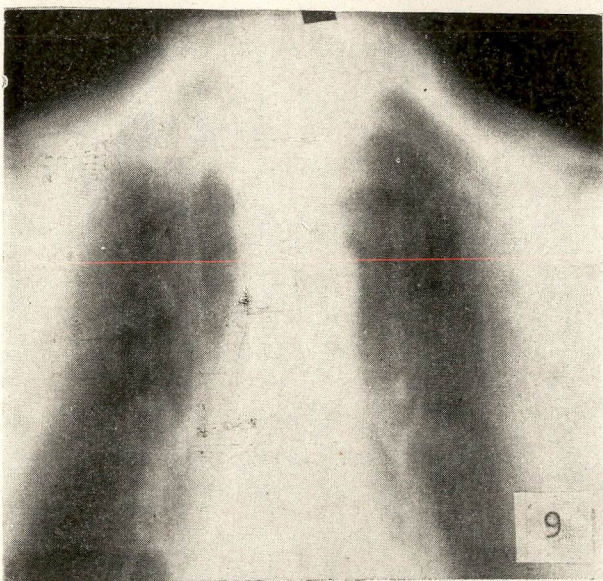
C. C. Blastoma do ápice do pulmão direito (síndrome de Pancoast). Radiografia após tratamento
